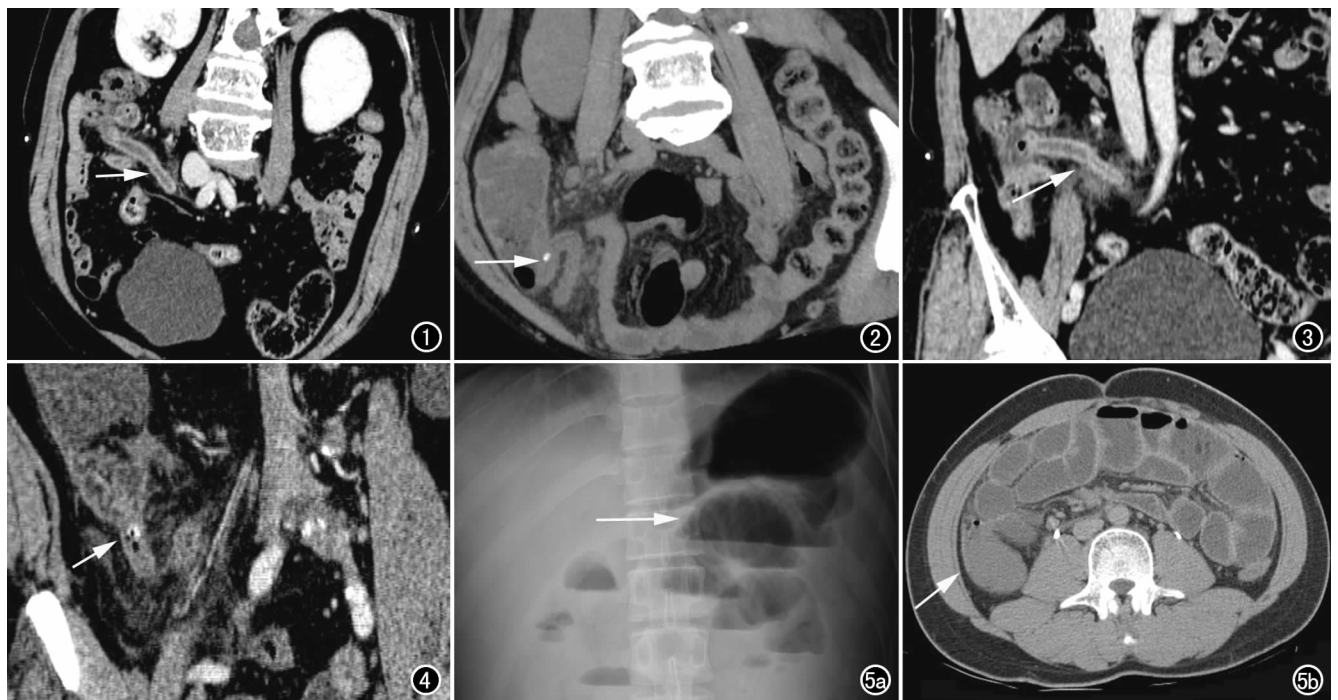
冠状面重组图像示阑尾明显增粗、肿胀,管壁增厚且明显强化,阑尾腔内见明显低密度积液(箭)。图 2 斜冠状面重组图像示阑尾根部腔内肠石呈点状高密度影(箭)。图 3 冠状面重组图像示阑尾周围片状、条线状密度增高影,脂肪间隙模糊(箭)。图 4 斜冠状面重组图像示阑尾腔内肠石及少量气体(箭)。图 5 急性阑尾炎穿孔并发腹膜炎、麻痹性肠梗阻。a) X 线腹部立位平片示中上腹阶梯状液平,小肠肠曲明显扩张(箭);b) CT 平扫横轴面图像示盲肠及阑尾周围低密度脓肿影,肠系膜粘连,分界欠清,周围见少量气体(箭)。
